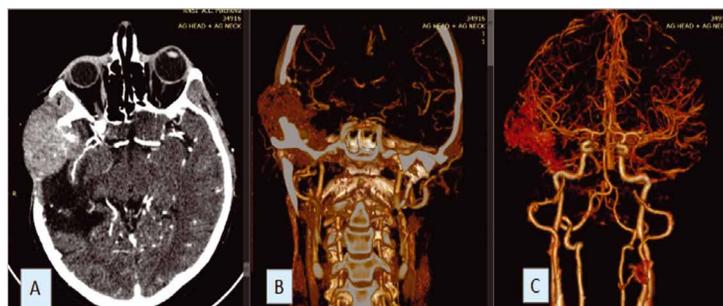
МСКТ-ангиография пациентки Д., 46 лет с рецидивом менингиомы крыльев клиновидной кости в аксиальной плоскости (А), с 3D реконструкцией (В) и с постобработкой для исключения костной ткани (С). Визуализируется менингиома большого крыла клиновидной кости справа с экстракраниальным ростом, приводящая к деструкции костной ткани (А, В). Отмечается выраженная собственная сосудистая сеть опухоли (В, С), а также близкое расположение М2-сегмента правой средней мозговой артерии к строме опухоли (А, С).
